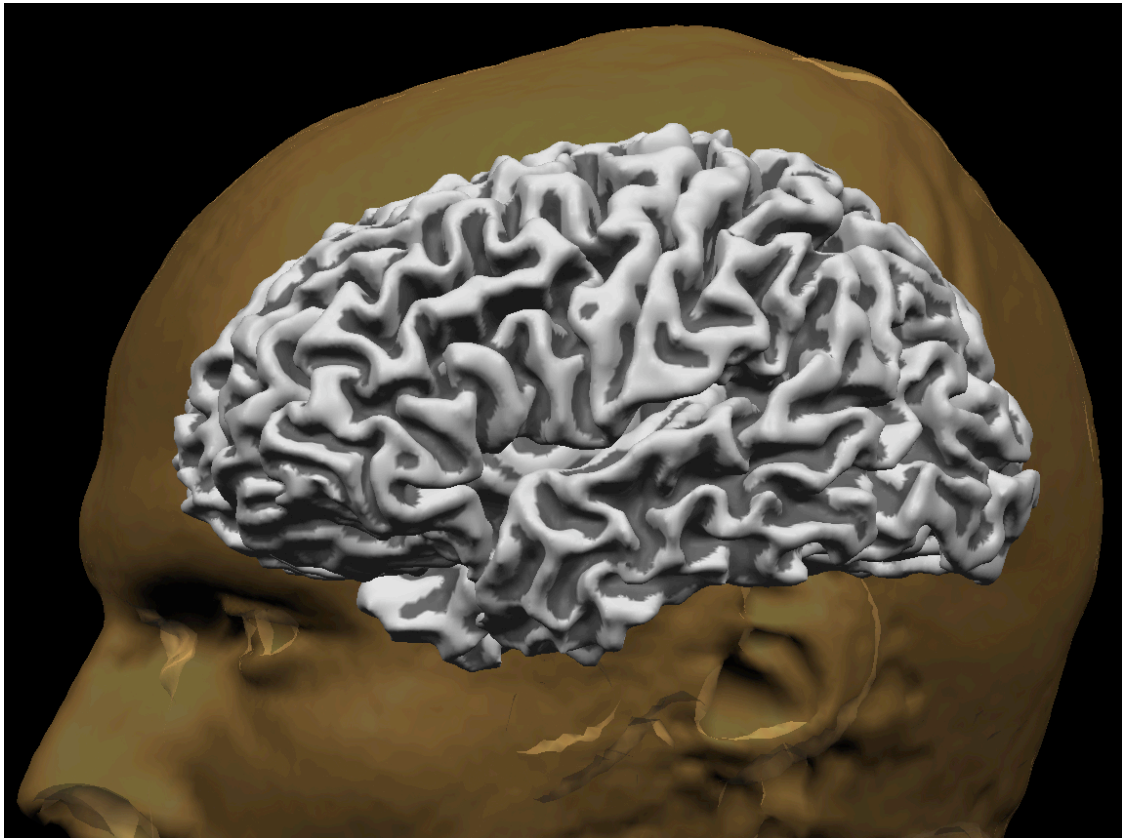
MRT-Datenverarbeitung, hier Darstellung des segmentierten Kortex.
